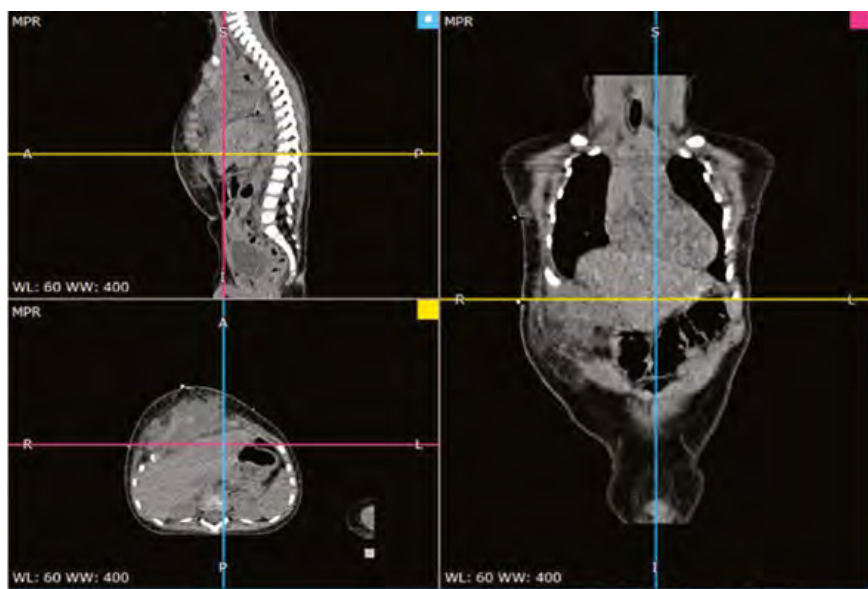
КТ с контрастным усилением органов грудной клетки, брюшной полости после первого курса лучевой терапии пациента Ш.
